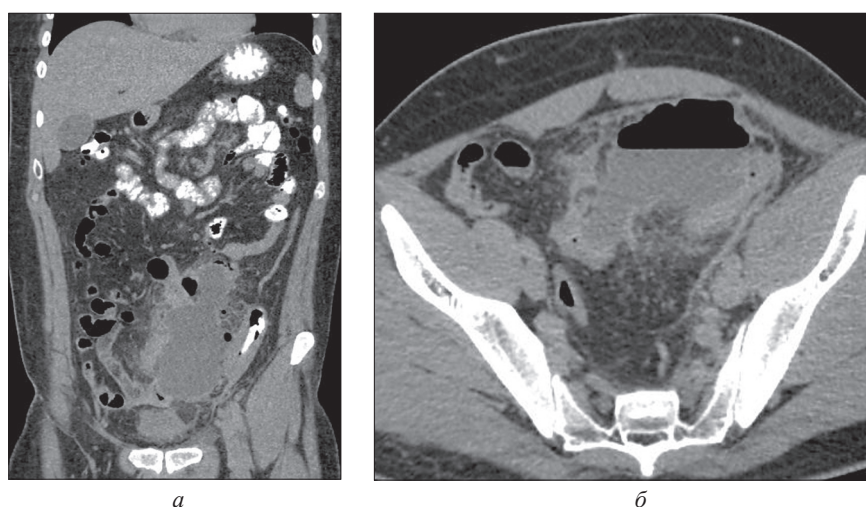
а, б. МСКТ брюшной полости больного Р., 32 года, с контрастным болюсным усилением в отсроченную фазу контрастирования. Межпетельный абсцесс левой половины брюшной полости (стрелки)
